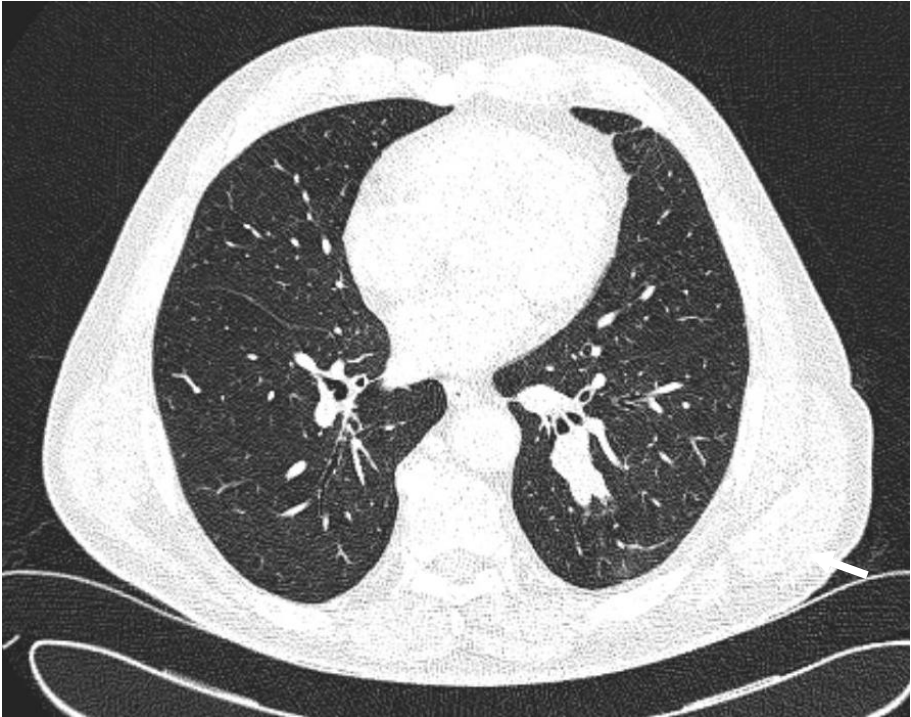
Imagen TC de tumor carcinoide en bronquios segmentarios del lóbulo inferior izquierdo que produce impactación mucosa distal con imagen en “dedo de guante”.
